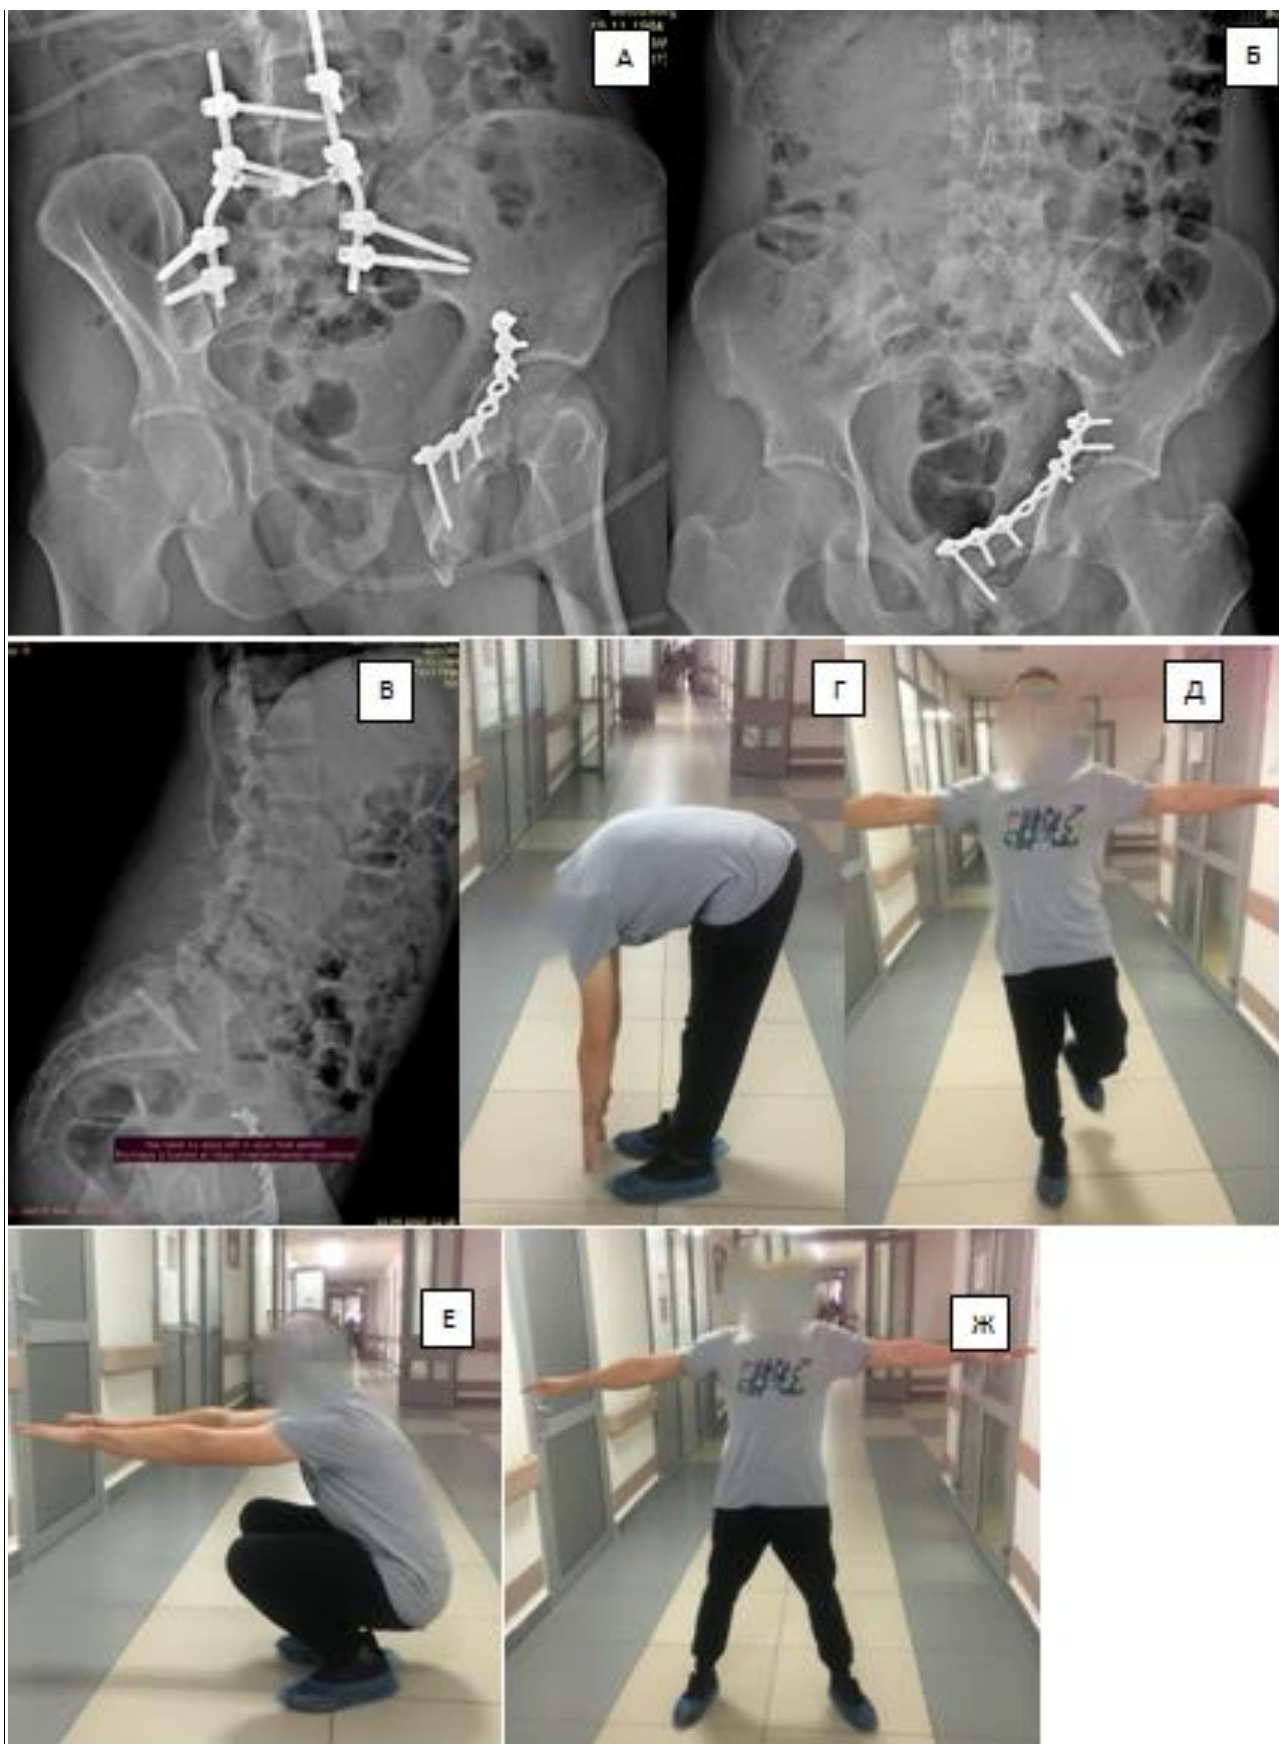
Рентгенограммы пояснично-тазового отдела (А-В), внешний вид и функциональные возможности пациента Г. через год после травмы (Г-Ж).
